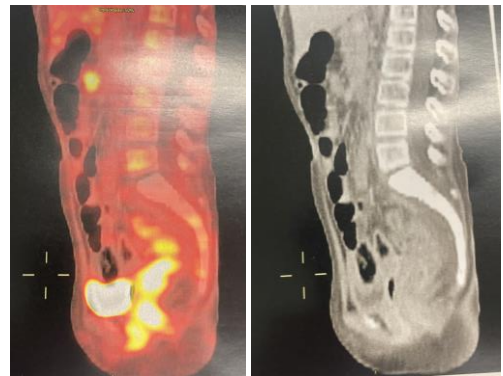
PET CT : densificação tecidual da região pré sacral, sem hipermetabolismo glicolítico .relacionada a alterações fibrociatriciais em sítio de lesão tratada
